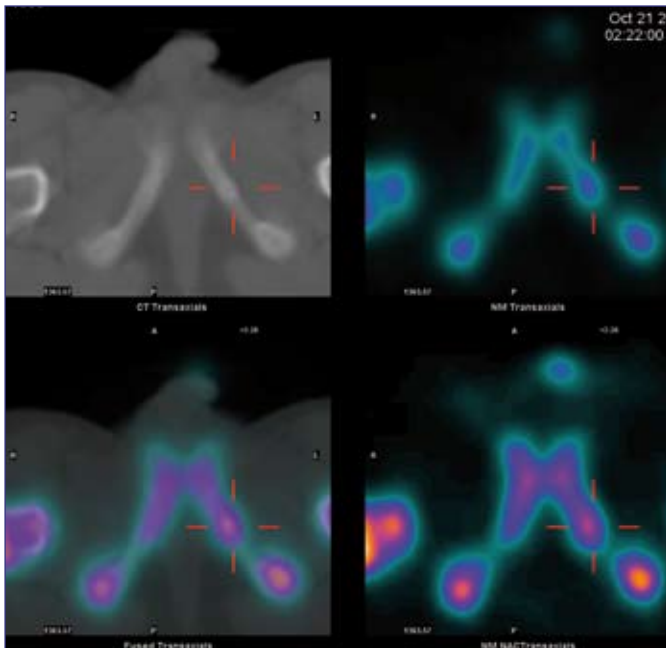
Fused axial SPECT/CT images of the pubic region with moderate uptake at the left IPS, and some local swelling of the bone with sclerosis on CT (marked). The right IPS shows a minimally increased uptake with no abnormality on CT.
